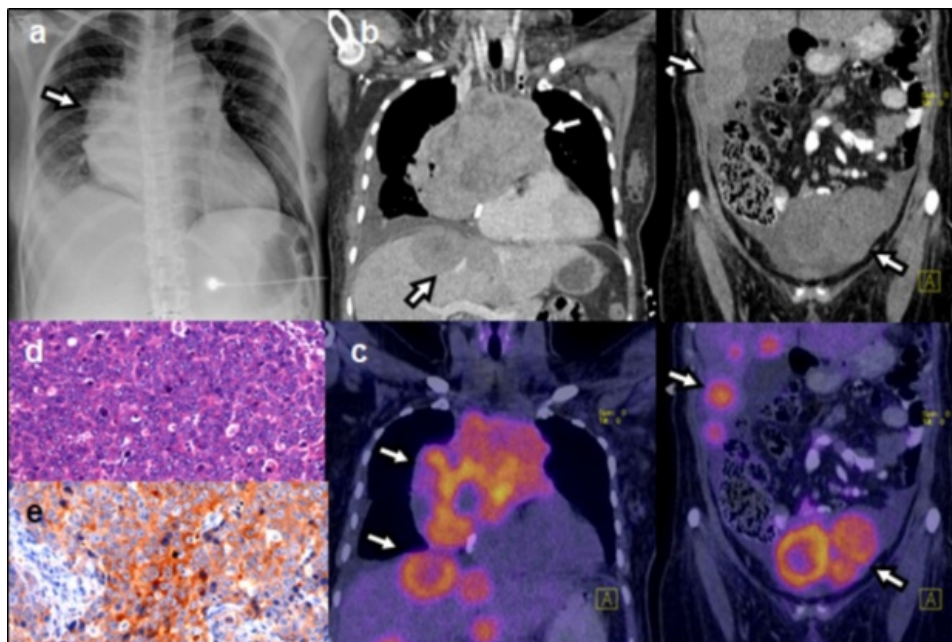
Mujer de 34 años de edad con disnea. a) Radiografía de tórax que muestra tumoración mediastinal. b) Reconstrucciones coronales de tomografía con contraste intravenoso en fase venosa que muestra extensa masa en mediastino anterior que desplaza las estructuras vasculares, lesiones en hígado y hueso pélvico (flechas), así como derrame pleural derecho. c) Fusión PET-CT 18F-FDG que muestra hipermetabolismo de las lesiones en mediastino, hígado y pelvis (flechas). d) Biopsia de masa mediastinal con tinción hematoxilina-eosina que evidencia células de citoplasma escaso con variabilidad en el tamaño nuclear y algunas con núcleo con cromatina en “sal y pimienta”. e) Inmunotinción para cromogranina positiva; datos compatibles con un carcinoma neuroendócrino de células grandes y pequeñas.
